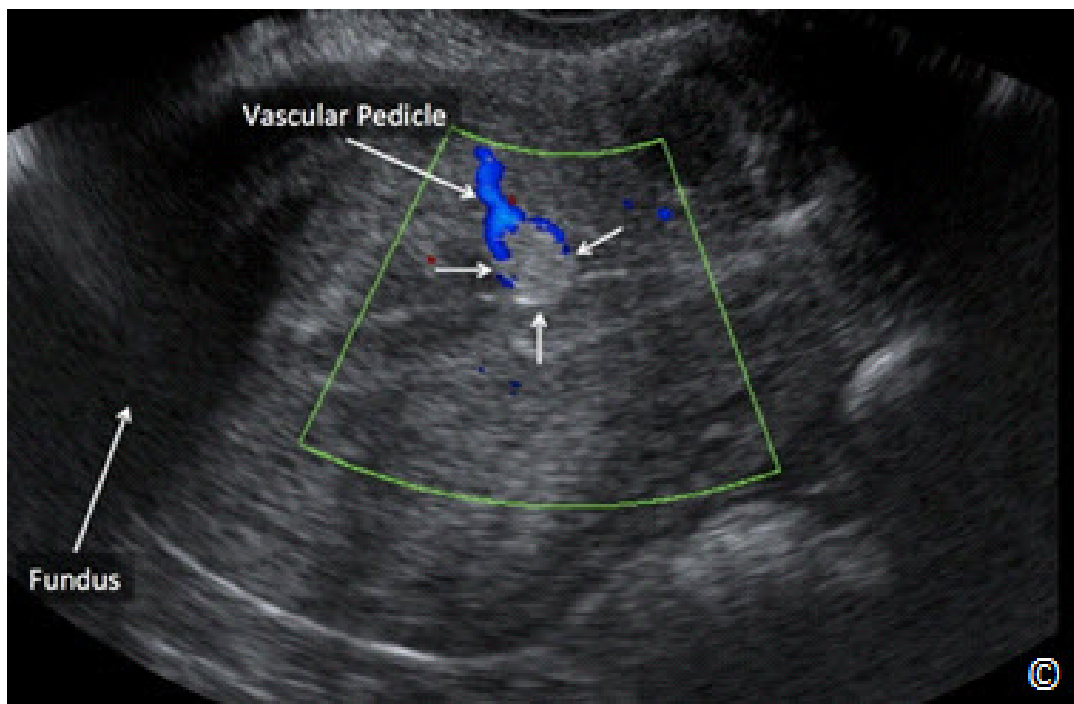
Ultrasonido transvaginal con Doppler en color en un plano medio sagital del útero que muestra un pequeño pólipo endometrial (flechas). Observe el aumento de la ecogenicidad del pólipo en comparación con el tejido del miometrio y un pedículo vascular observado en el Doppler en color. El fondo uterino está rotulado para orientación de la imagen).
